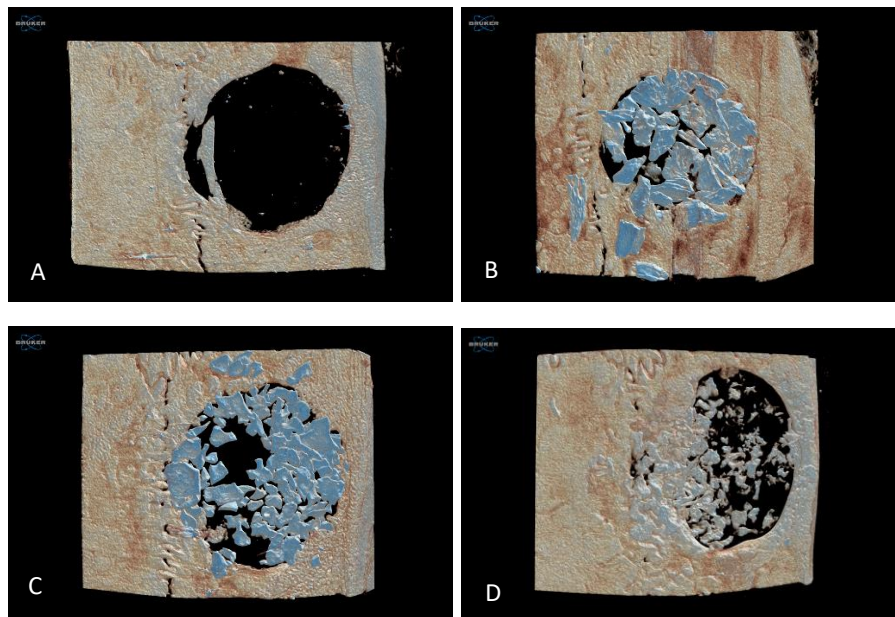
Análise de Micro-CT - reconstruções tridimensionais dos defeitos: A: Grupo Controle; B: Grupo Suíno; C: Grupo Bio-Oss; D: Grupo Bonefill.
